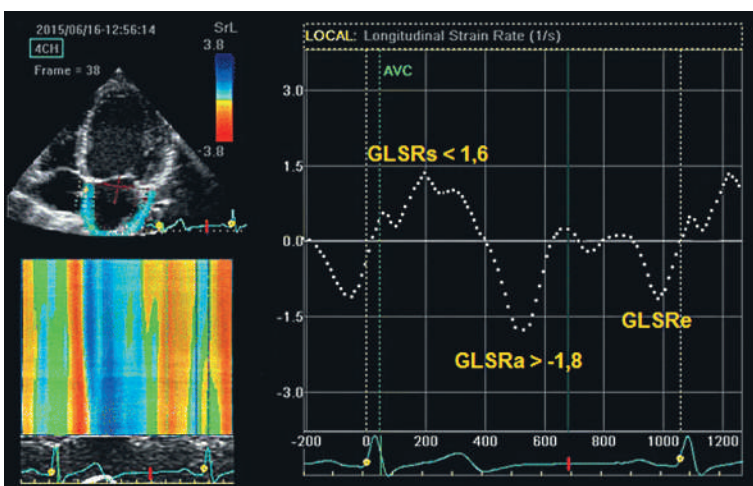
Кривые скорости деформации левого предсердия, полученные с помощью speckle-tracking-эхокардиографии. Левое предсердие визуализируется в апикальном 4-камерном изображении. Отслеживание левого предсердного пятна инициируется наступлением комплекса *QRS*. Пациент с длительно персистирующей фибрилляцией предсердий демонстрирует возможность рецидива аритмии ($GLSRa > -1,8$, $GLSRs < 1,6$).
